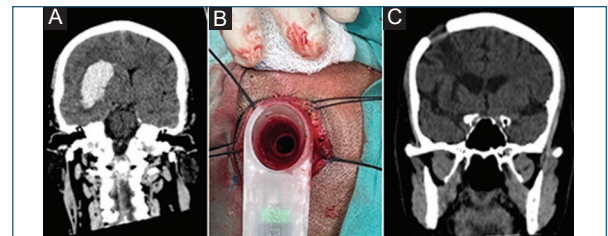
A: hematoma parenquimatoso derecho en los núcleos de la base. B: puerto de acceso transcortical. C: tomografía postoperatoria.
